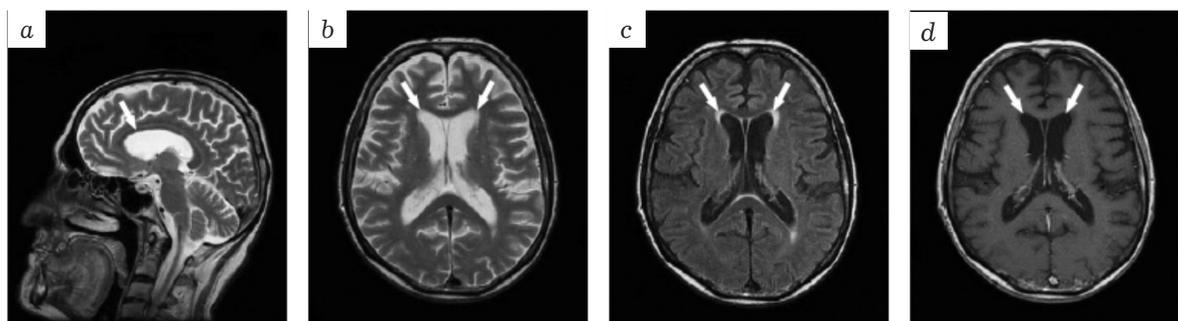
МРТ-картина ВИЧ-энцефалопатии. Отмечается поражение белого вещества в виде зон повышенного сигнала T2 ВИ и FLAIR ИП, изоинтенсивного или минимально гипоинтенсивного на T1 ВИ. *a, b* – T2 ВИ; *c* – FLAIR; *d* – T1 ВИ с контрастированием [35].
